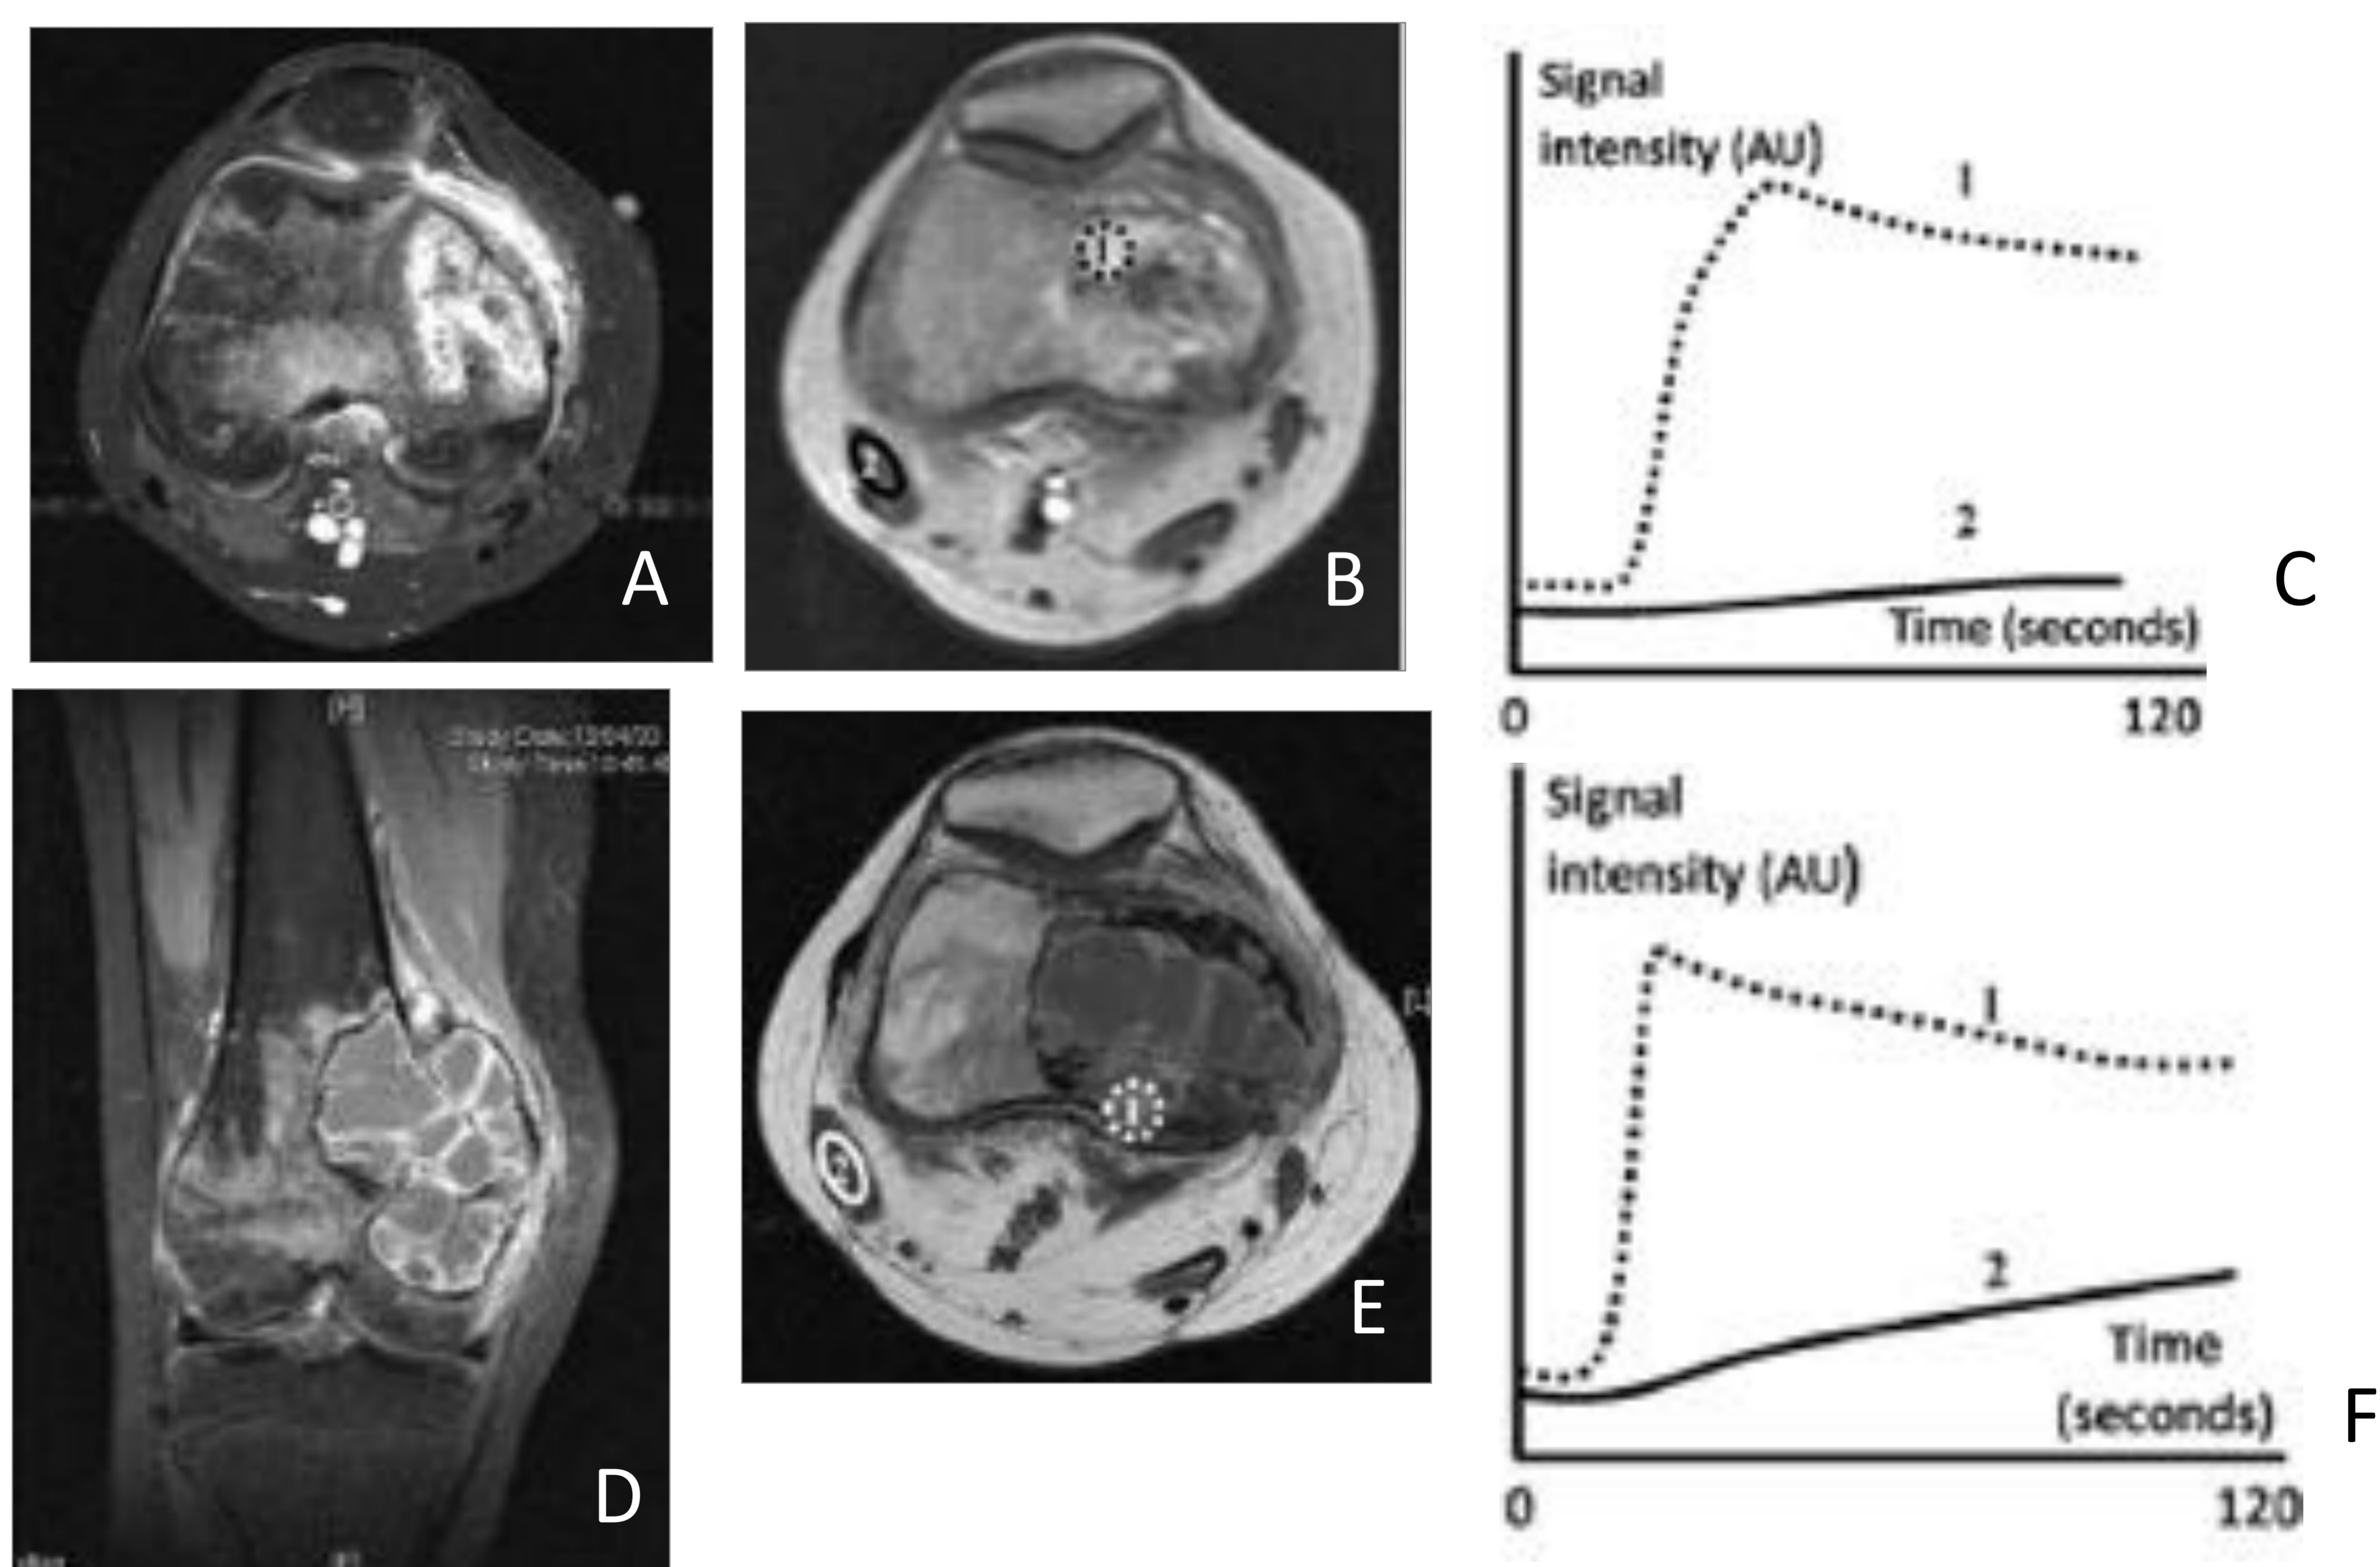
Pobre respuesta a la quimioterapia Osteosarcoma telangiectásico en paciente de 17 años con tratamiento neoadyuvante. Las curvas tiempo-intensidad muestran que a pesar de la extensa necrosis tumoral (D y E) respecto a la RM pre-neoadyuvancia (A y B) persiste un realce precoz (F) que sugiere tumor residual viable y pobre respuesta a la quimioterapia. El músculo no afecto muestra una captación lenta, normal.
